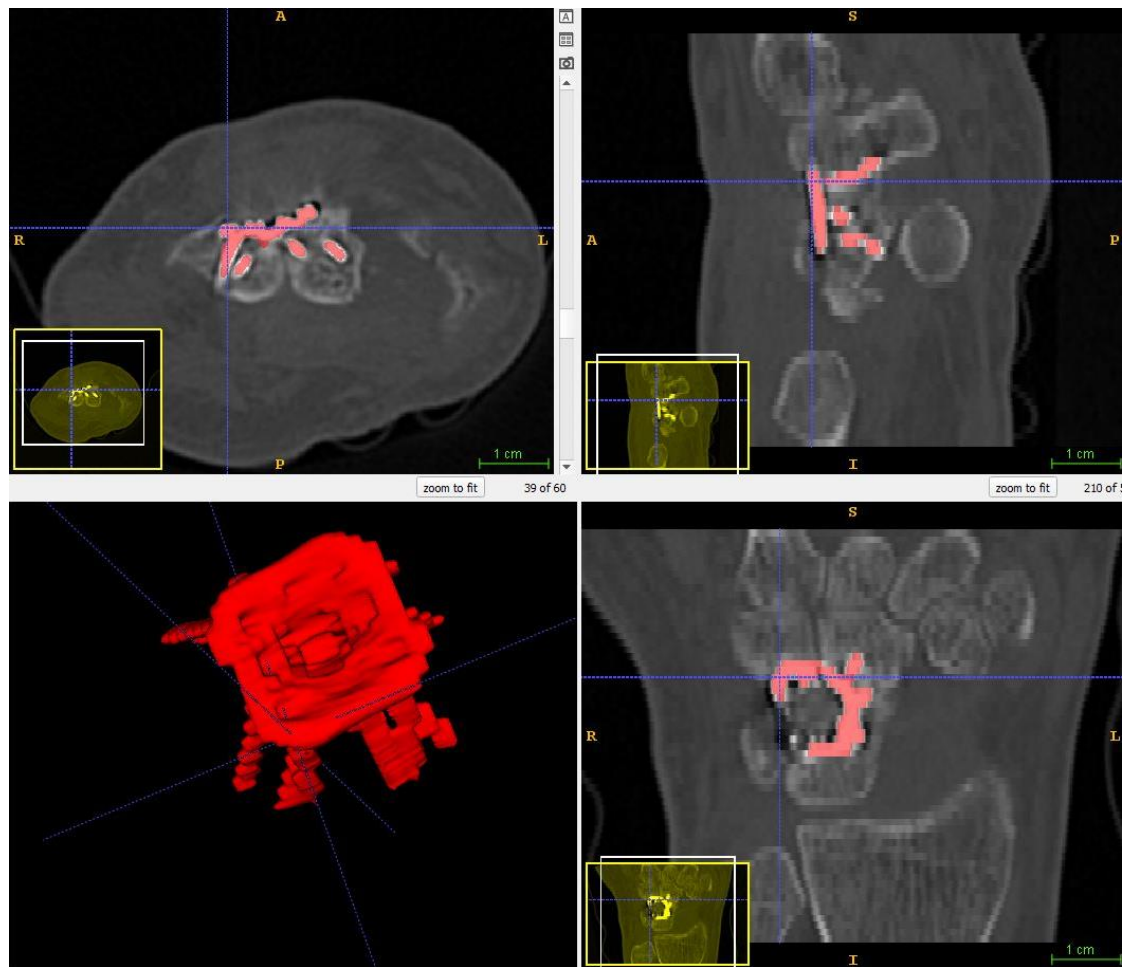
Bei der halbautomatischen Segmentierung entsteht Schicht für Schicht aus den CT Bildern die dreidimensionale Platte.
